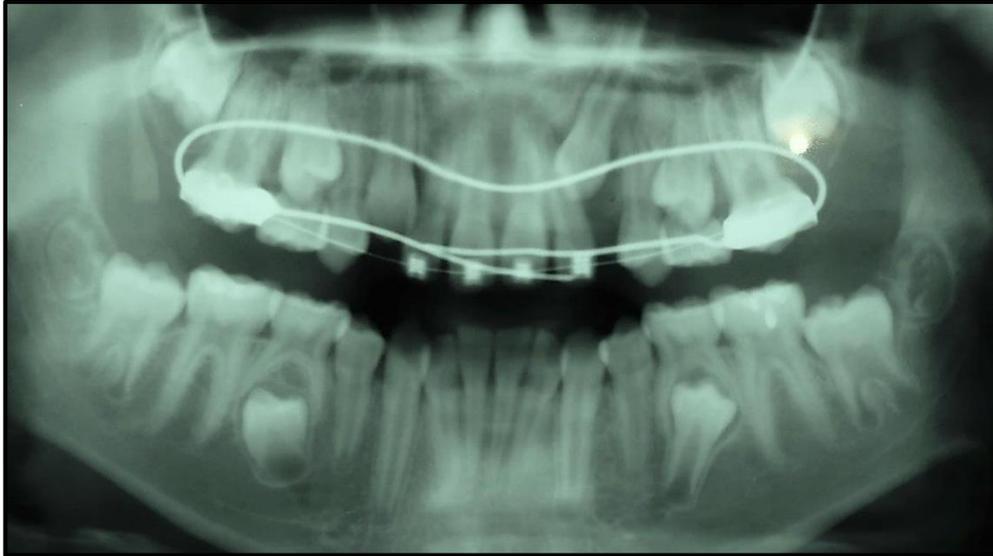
En la radiografía se observa el canino superior izquierdo en una posición de erupción atípica, lo que está impidiendo que se lleve una secuencia de erupción correcta.
